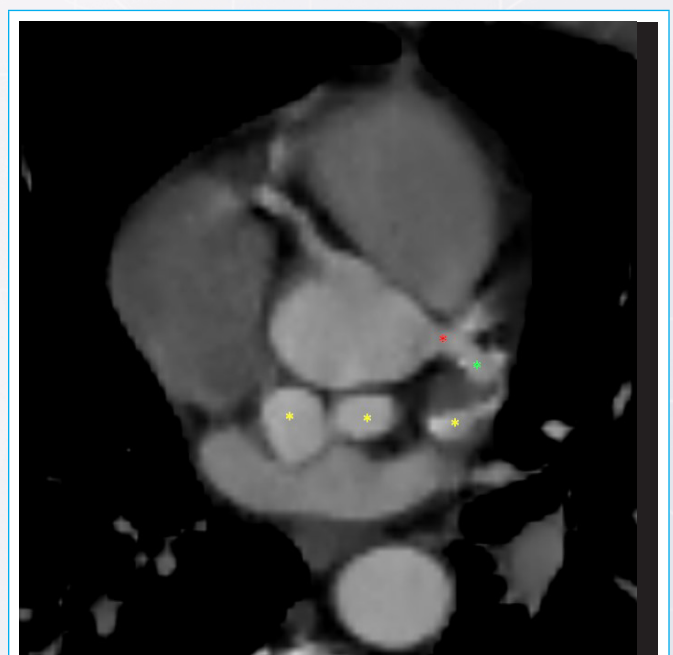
Tomografía cardíaca. Reconstrucción multiplanar 2D. El asterisco rojo muestra el tronco coronario izquierdo dilatado; el asterisco verde la emergencia del vaso anómalo (fístula); y los asteriscos amarillos muestran diferentes cortes de la fístula, evidenciando su trayecto francamente sinusoidal y tortuoso.
